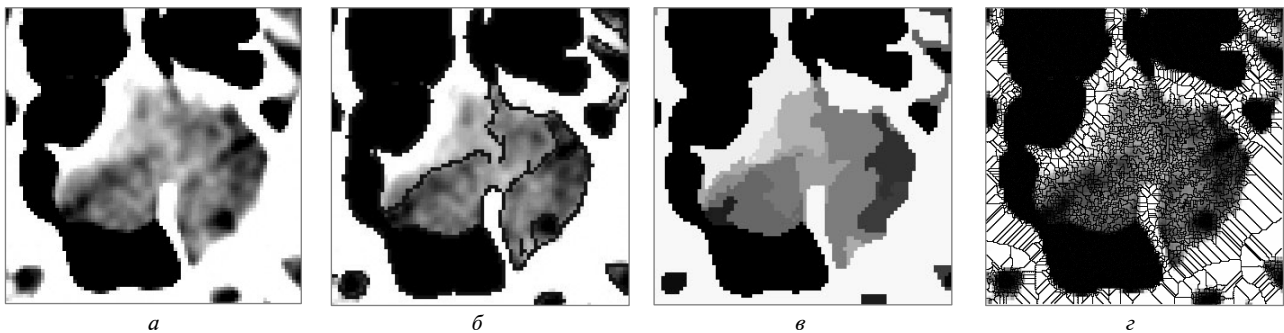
Фрагменти КТ-зображень з ЮАОЧ: *а* – оригінальне зображення; *б* – результати сегментації методом, заснованим на пошуку границь; *в* – результати сегментації методом, що ґрунтується на формуванні однорідних ділянок; *г* – результати сегментації методом водорозділів
